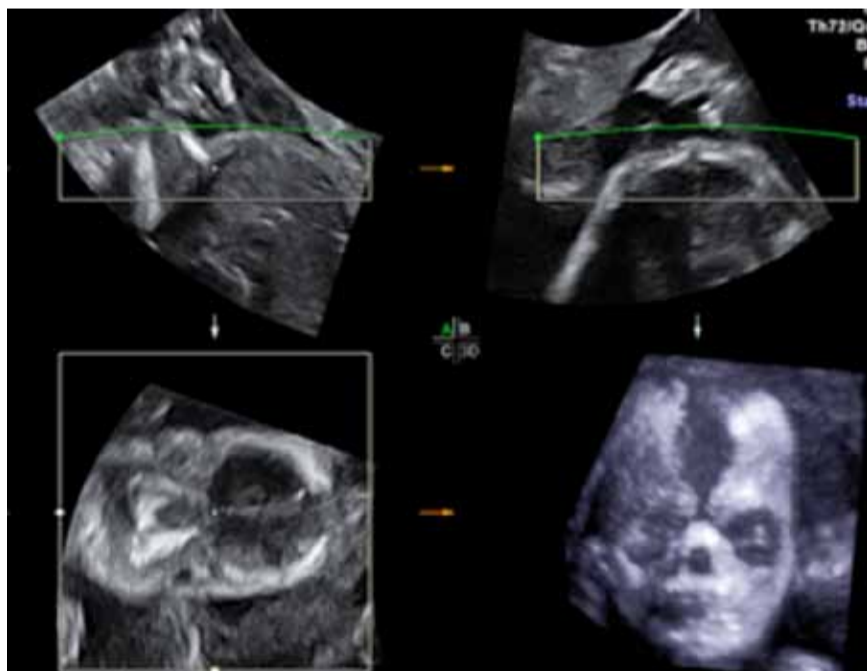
Ecografia multiplanare e modalità rendering maximum mode in feto affetto da craniosinostosi e malformazioni ossee associate agli arti inferiori alla 26ª settimana. La sutura metopica appare notevolmente allargata con forma a rombo.
